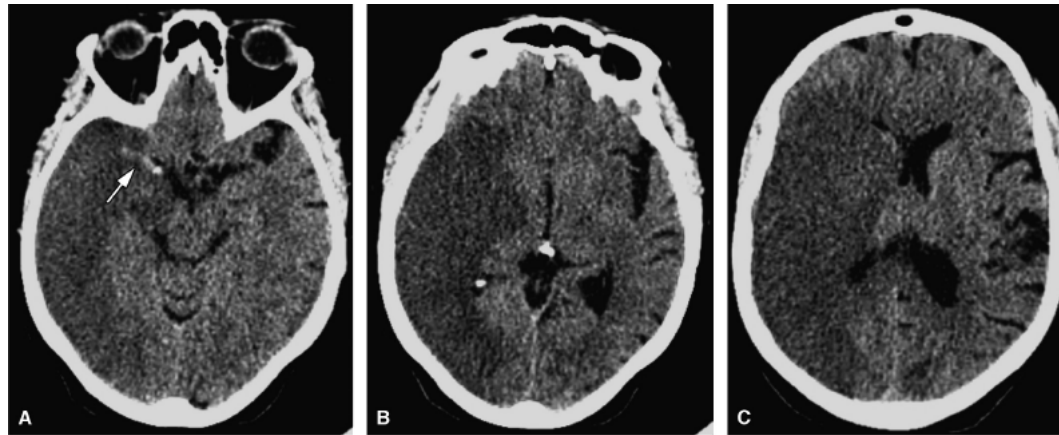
Acidente vascular cerebral isquêmico. TC do crânio sem contraste (A a C), evidenciando lesão corticossubcortical hipoatenuante (escura) na região frontotemporo-parietal direita. Observa-se hiperatenuação da artéria cerebral média direita (seta em A) consistente com trombo intraluminal.
